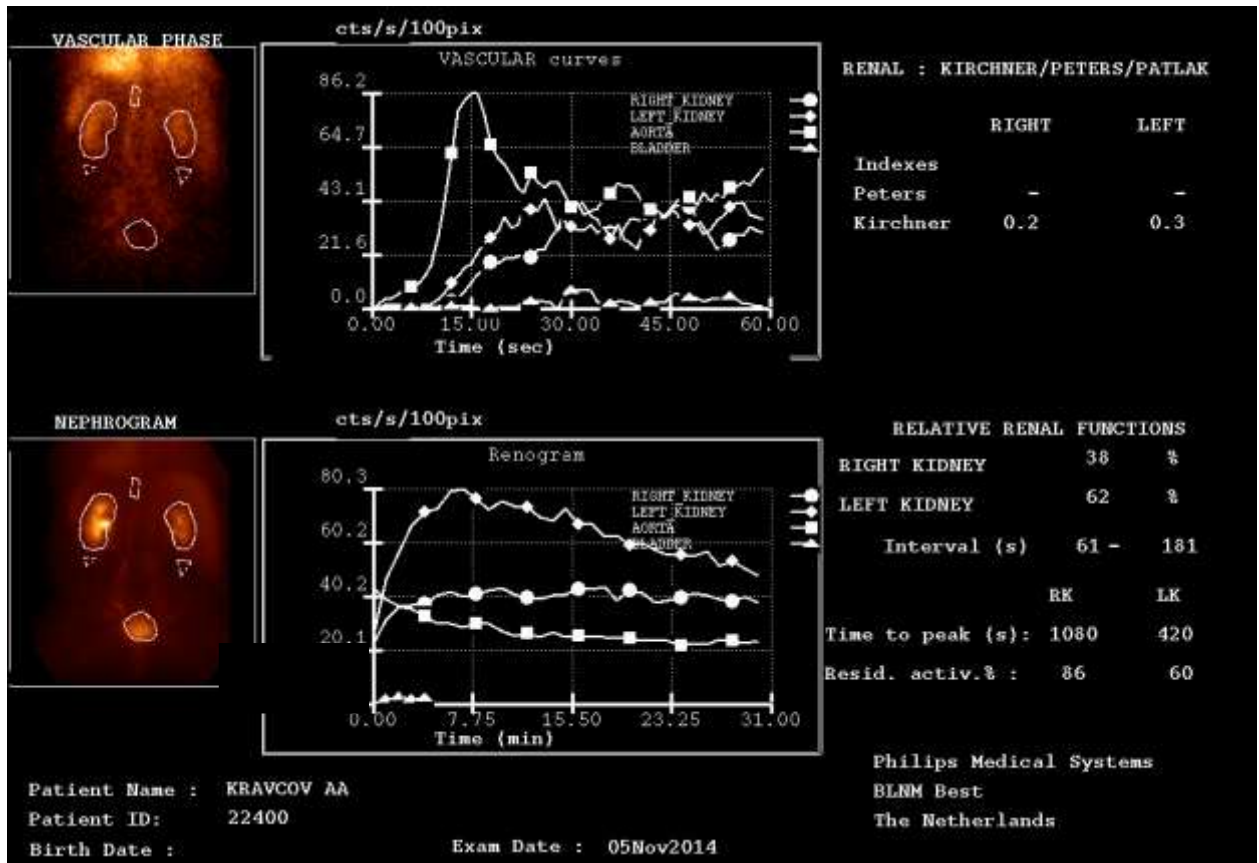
Динамическая нефросцинтиграфия. Ренограмма, тот же пациент
